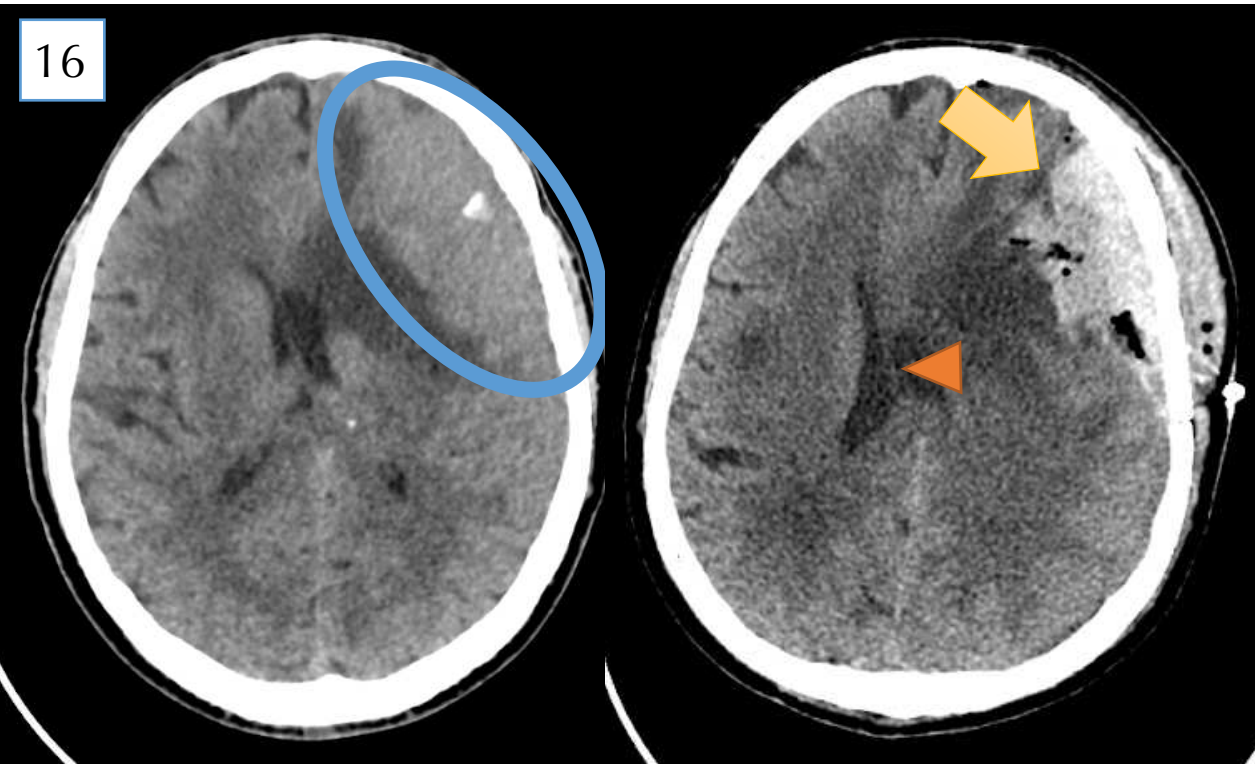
Paciente intervenido de meningioma frontal izquierdo (imagen de la izquierda, elipse azul). Se realiza control inmediato mediante TC el mismo día de la intervención debido a bajo nivel de conciencia, apreciándose craneotomía frontoparietal izquierda e importante hematoma a nivel del lecho quirúrgico (flecha amarilla), con desviación de la línea media asociada (cabeza de flecha naranja)
